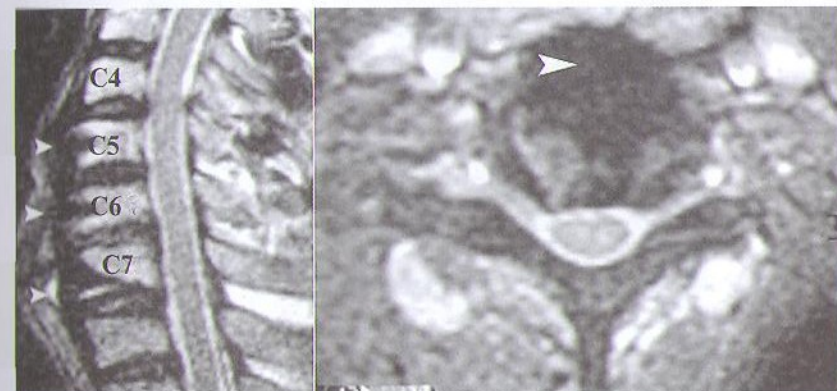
МРТ больной с клиникой хронического цервикального спондилодисцита. Стрелками показана зона воспаления на уровне С4–Т1-позвонков. Хорошо видна зона отека и воспалительной инфильтрации передней продольной связки и левой паравертебральной области. Видно разрушение передних отделов тел С5–С7-позвонков и смежных дисков. Имеются множественные гнойные полости, связанные с пораженными телами позвонков дисками.
